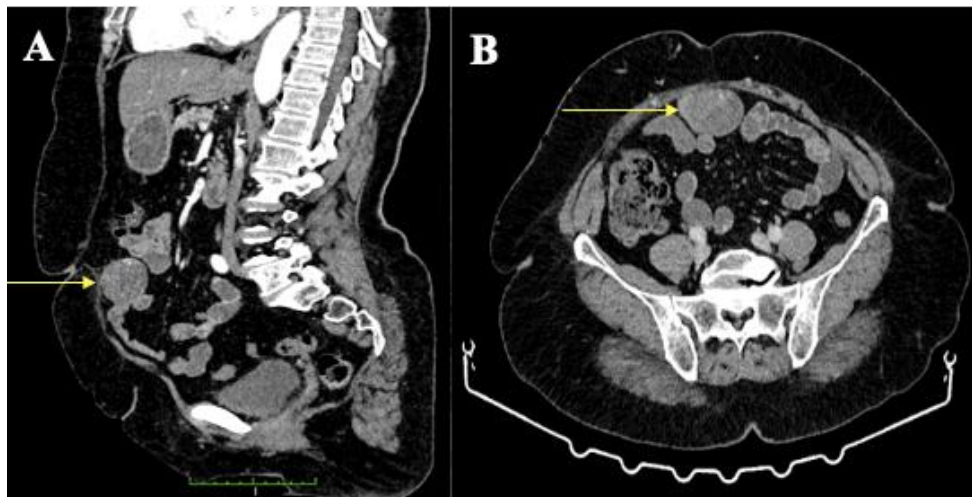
Imagerie par TDM abdominopelvienne avec injection de produit de contraste montrant une masse (flèches jaunes) dans la partie médiane de l'abdomen en avant de l'ombilic en contact avec les anses grêles adjacentes. (A) Coupe coronale. (B) Coupe axiale.
